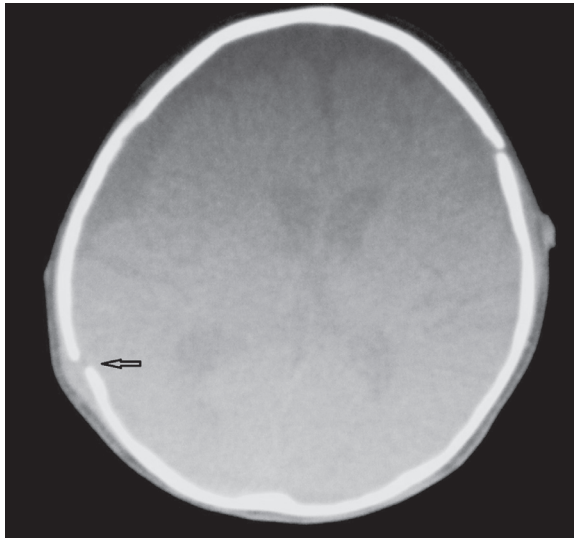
Computed tomography scans showed the parietal to frontal fracture line
